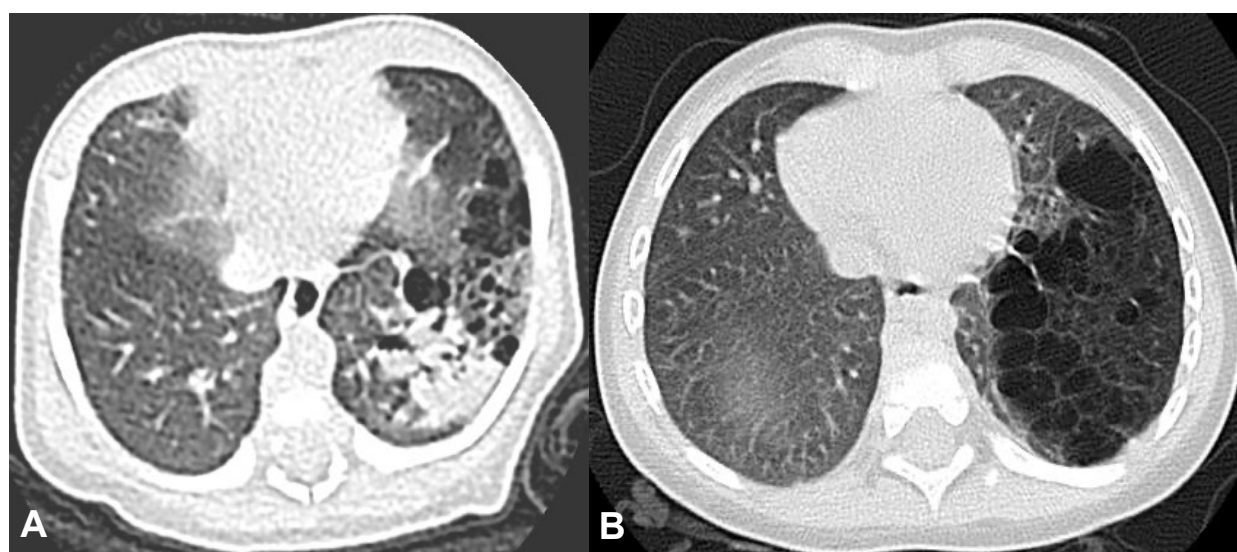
Tomografia de tórax evidenciando múltiplas imagens císticas em pulmão esquerdo, correspondentes a uma MACC/MCVA em lobo inferior esquerdo no recém nascido (A) e após 1 ano (B).
